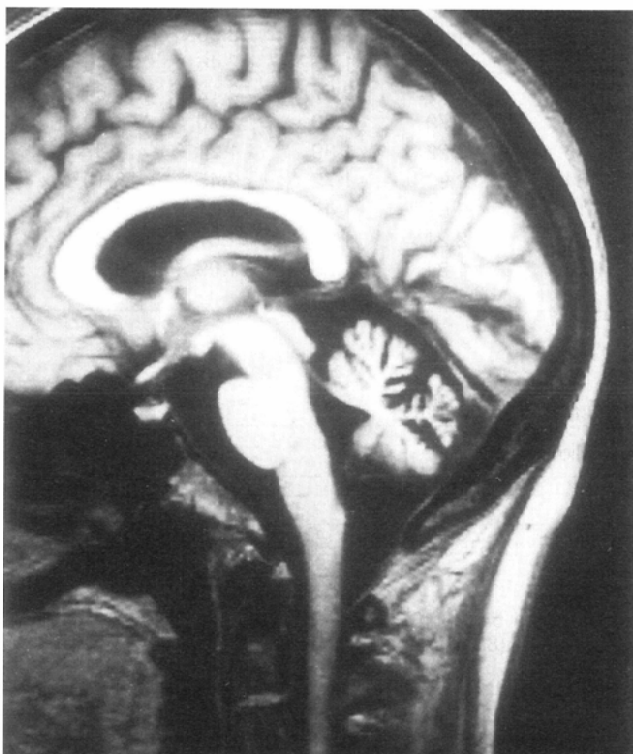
A 53-year-old woman with Minamata disease (Case No. MD-4). T1-weighted sagittal image shows severe atrophy of cerebellar vermis. Middle and inferior parts of vermis are more atrophic than the superior part. There is dilatation of the calcarine sulcus and parietal-occipital sulcus.
